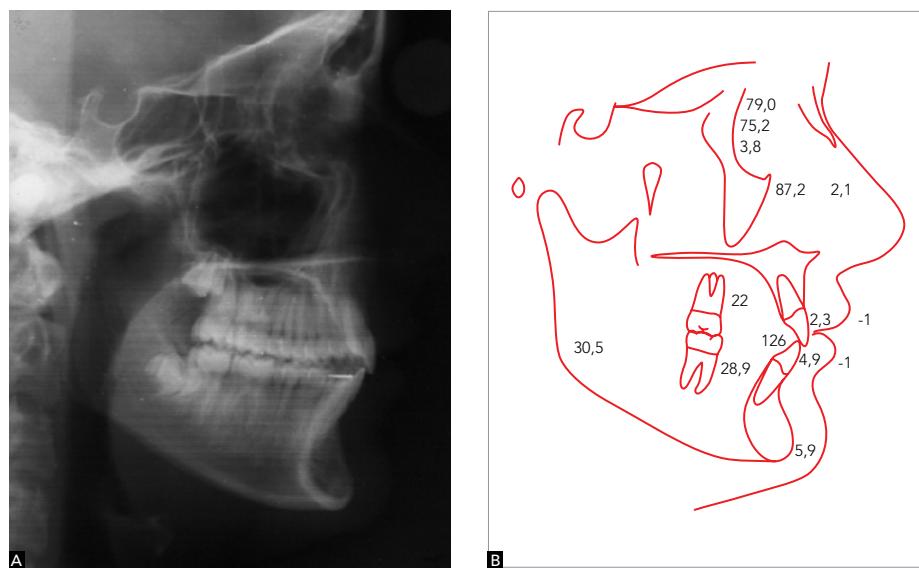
Teleradiografia cefalométrica lateral final.
